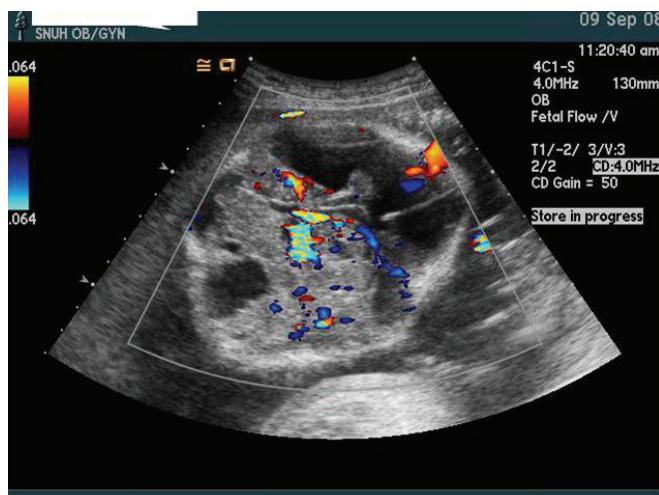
Prenatal ultrasonographic findings of the cranial transverse plane. Showing about 7.1 cm sized echogenic intracranial mass with ablation of normal brain structure.
